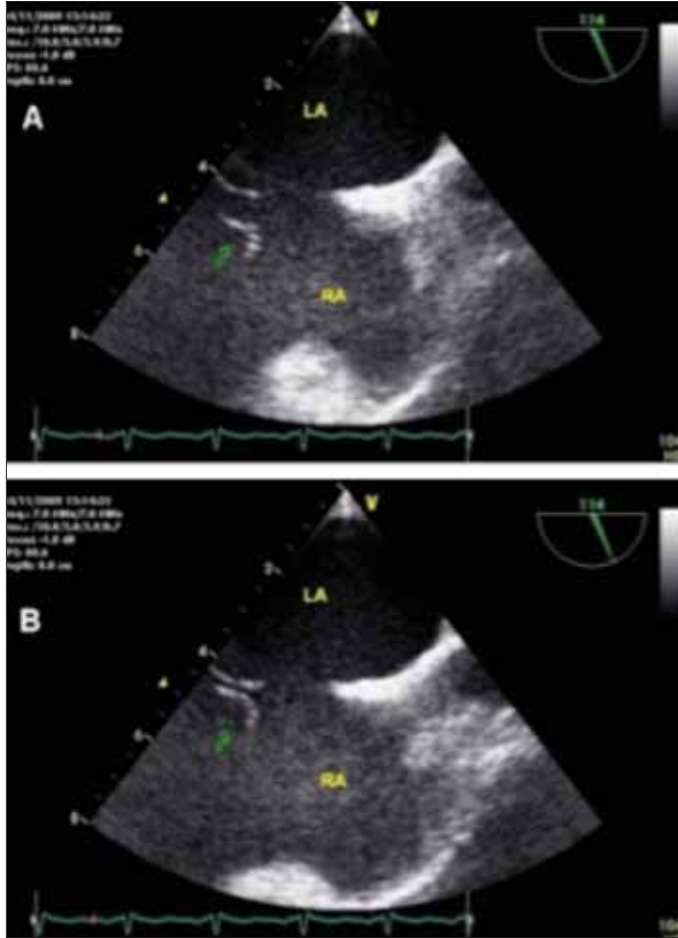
A-B. Transesophageal echocardiographic images showing ASD and prominent Chiari network (arrows)
